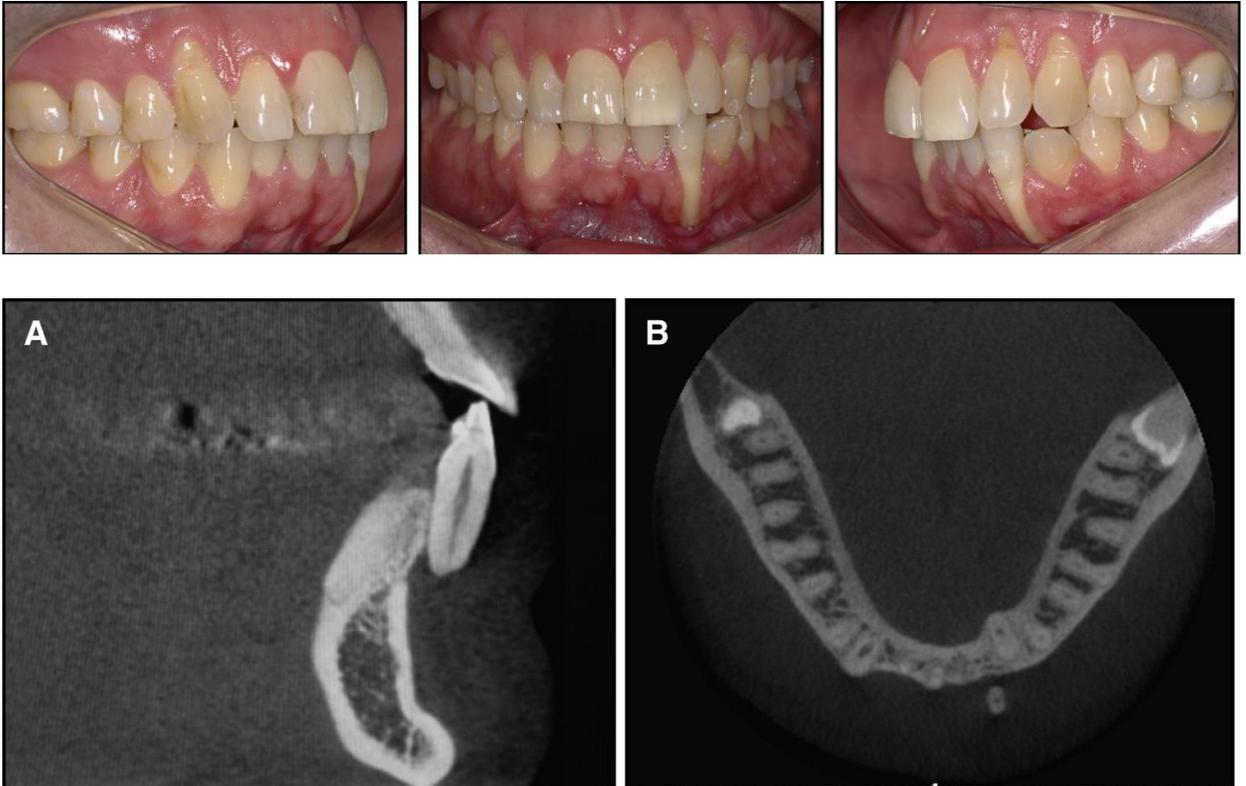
Fotografias intraorais e imagens de tomografia computadorizada numa vista sagital e oclusal. (FARRET *et al.*) Am. J. Dentofacial Orthop., v.148, n.2, 2015.
